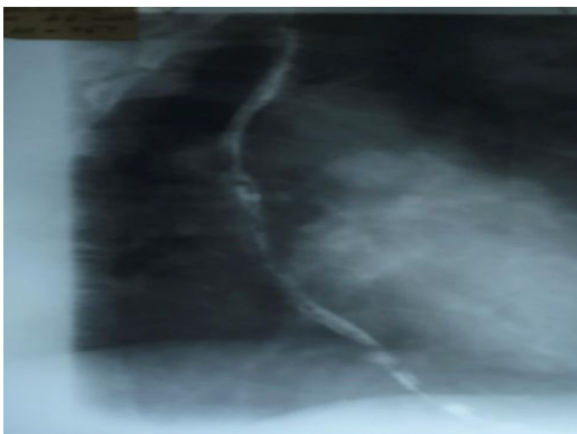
На рентгенограмме пищевода отмечается наличие дефектов наполнения округлой формы с четкими контурами, расположенных друг за другом в виде цепочки.
